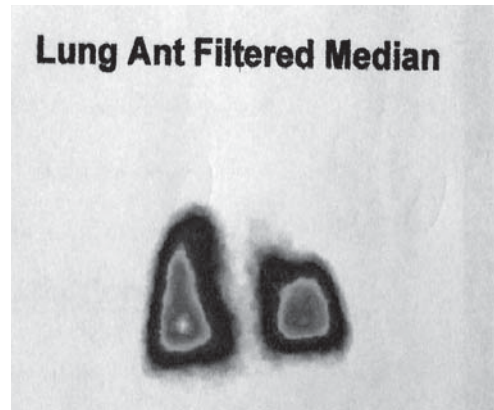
Child V*. Pulmonary scintigraphy. On the left, the image of the left lung is incompletely viewed because of the severe perfusion disorder in the upper and medium area of the left lung.
